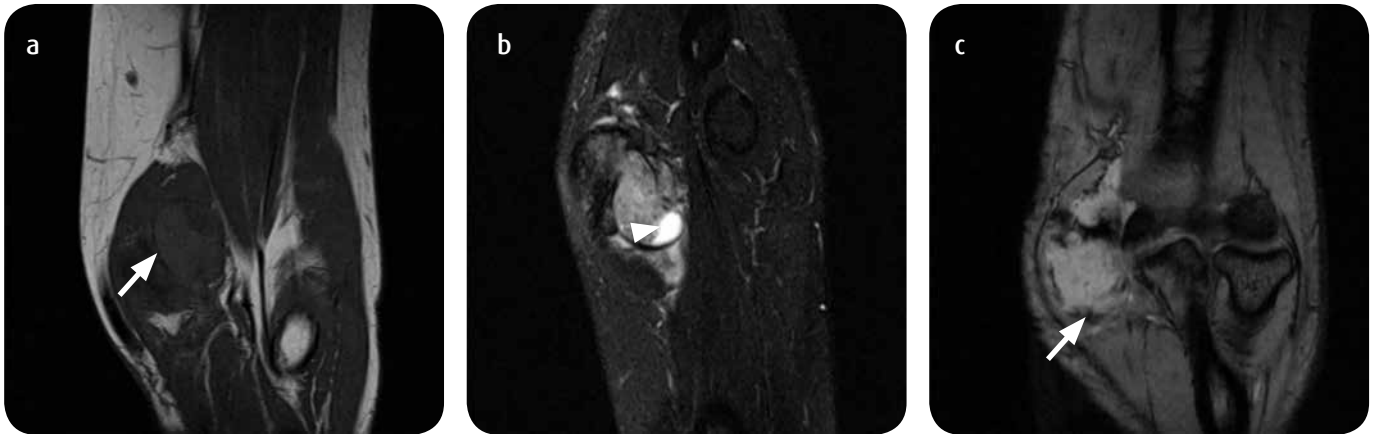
RM de codo posquimioterapia. a) Secuencia con información T1 axial FABS demuestra la disminución en el tamaño (flecha blanca) de la lesión comparativamente con la RM previa (figura 2). b) Secuencia FABS con información T2, saturación grasa Mide en el plano axial 28,6 x 16 mm, se encuentran algunas áreas de necrosis (cabeza de flecha). c) En el plano axial Secuencia con información T2 GRE FABS, se observa aumento de la calcificación (flecha blanca) respecto al estudio previo.
